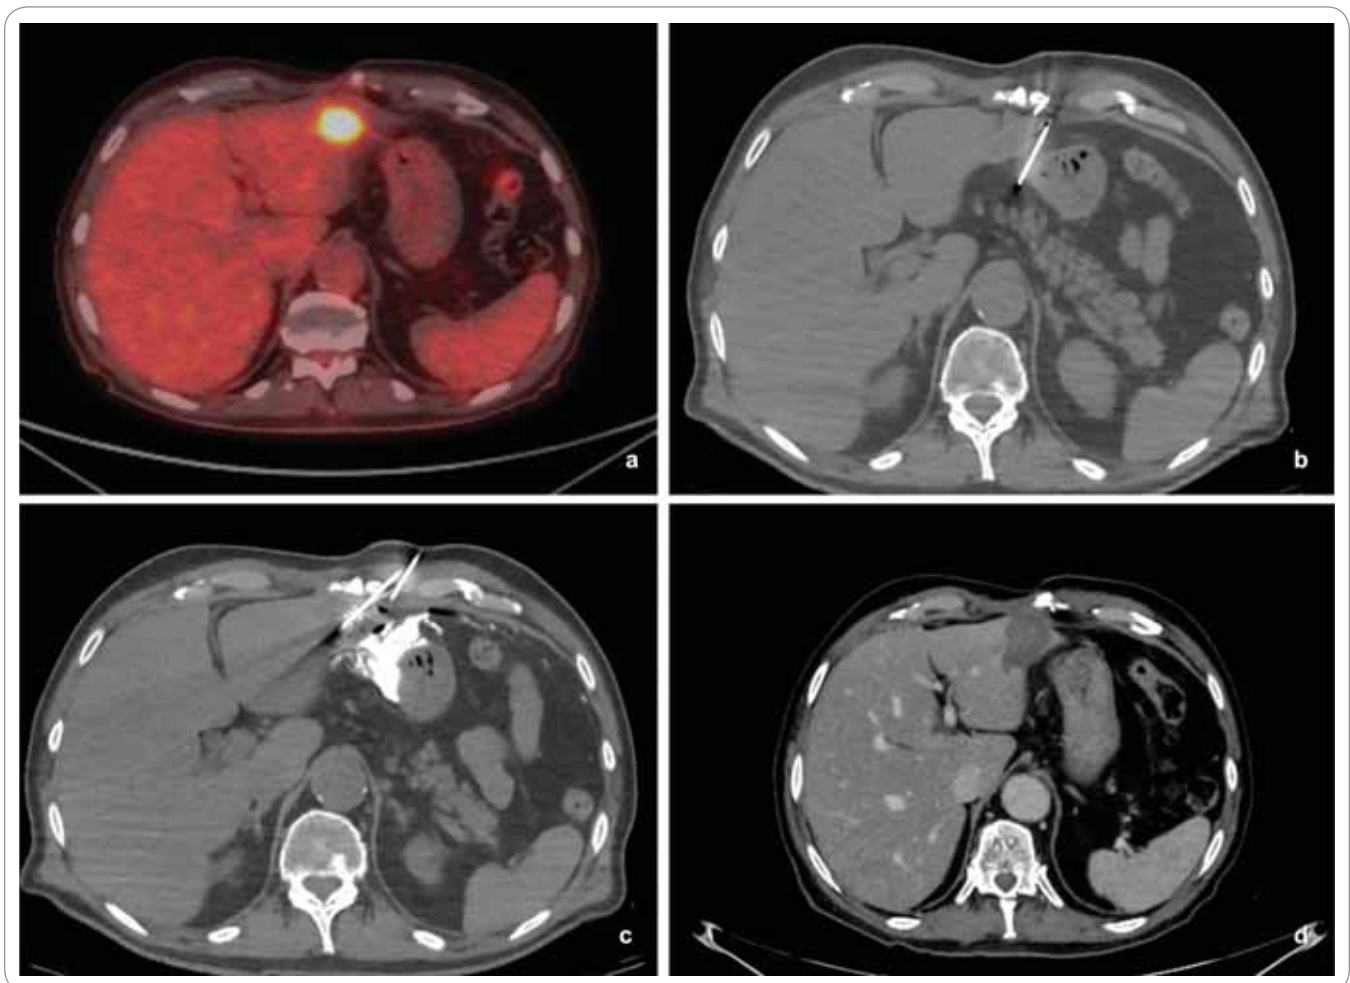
PET-CT exam. Local progression of the previous treated lesion on segment II (a); a 17G Gangi-Hydroguard needle is advanced in the anatomical space between the stomach and the liver metastasis (b); proper displacement of the stomach with the injection of D5W mixed with contrast media to create a safe ablation procedure with adequate ablation margins. The microwave antenna is positioned properly inside the lesion (c); CT axial image at a 6-month follow up reveals a hypoattenuating ablation zone with no contrast uptake consistent with complete treatment without residual disease (d).
